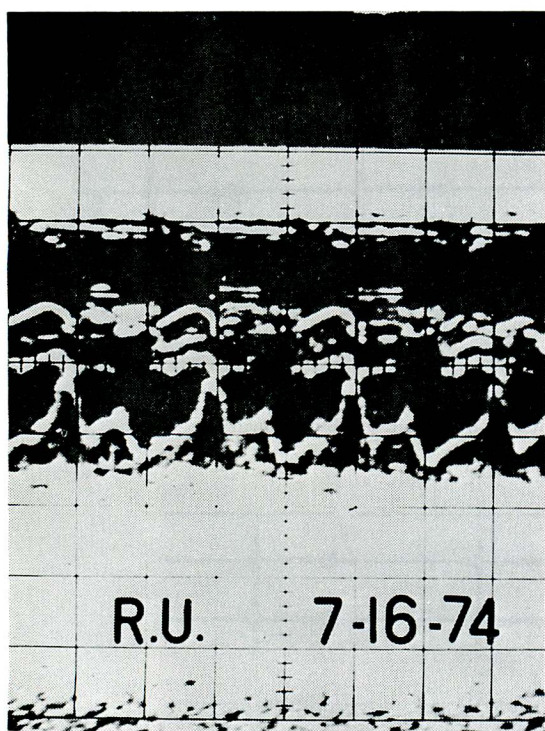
Echocardiogram (UCG) obtained 52 days after operation on case No. 1
